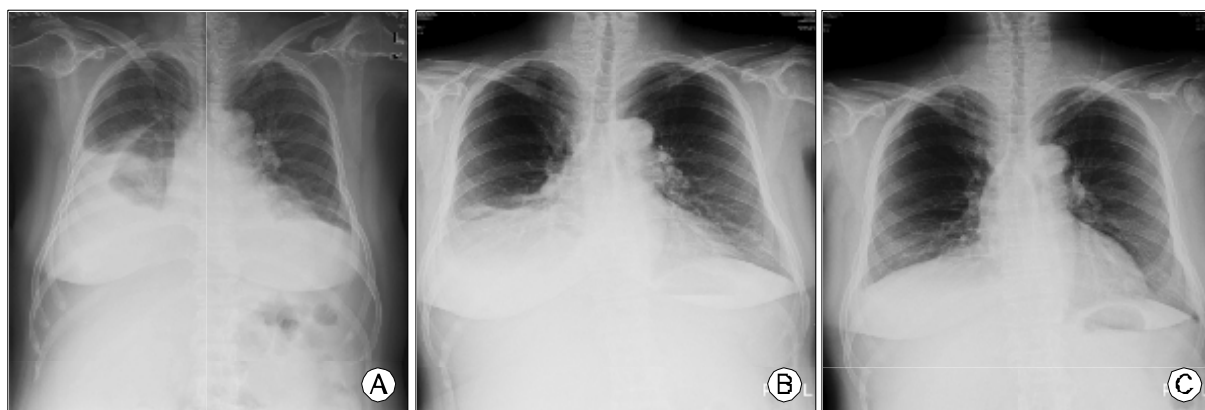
(A) The POD 0 day chest X-ray. (B) The POD 7 day chest X-ray. (C) The POD 14 days chest X-ray.
